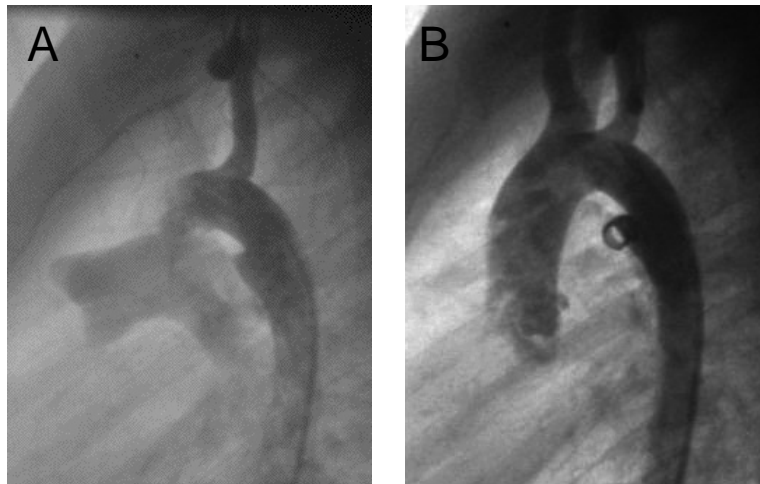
Cierre percutáneo de PCA con Coils. A) Paciente femenino de 10 meses, con PCA de 3mm de diámetro por ecocardiografía y de 2.5mm en el aortograma, conducto tipo E. B) imagen que muestra el cierre de la PCA utilizando un coil de 5x5.
